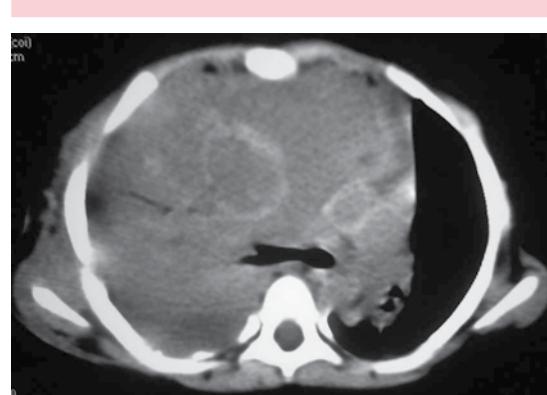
Caso 3. Tomografía computada; corte a nivel de la carina. En el bronquio principal derecho se observa una extensión intrabronquial del tumor.
